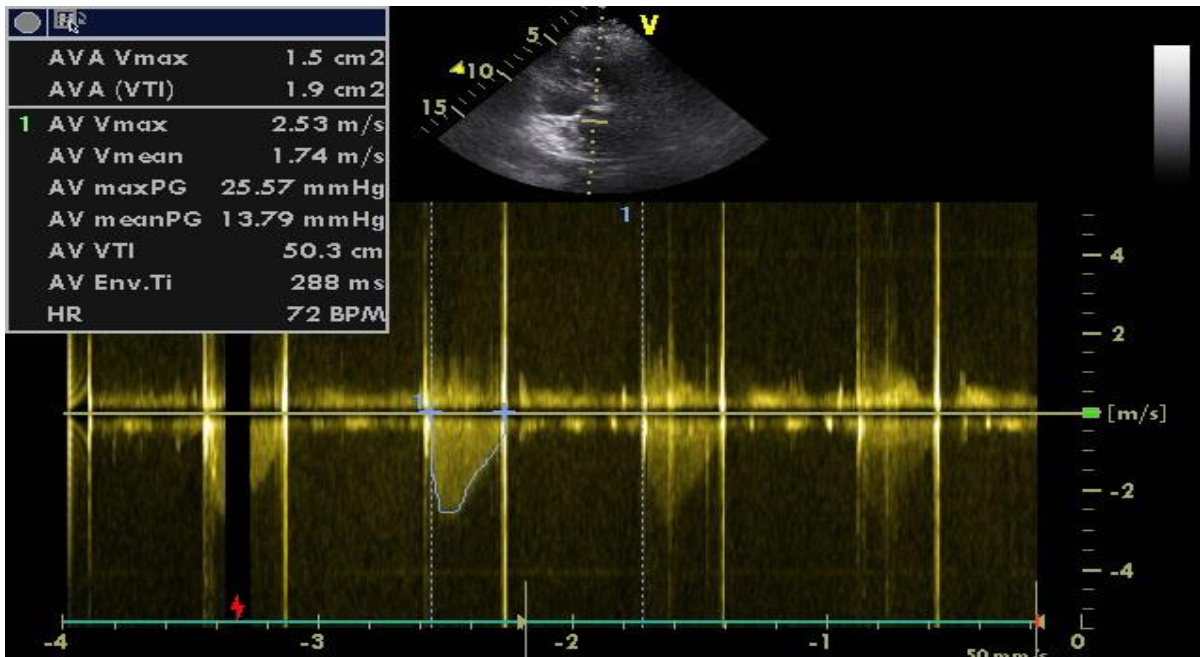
14А. Трансторакальная эхокардиография в покое.
